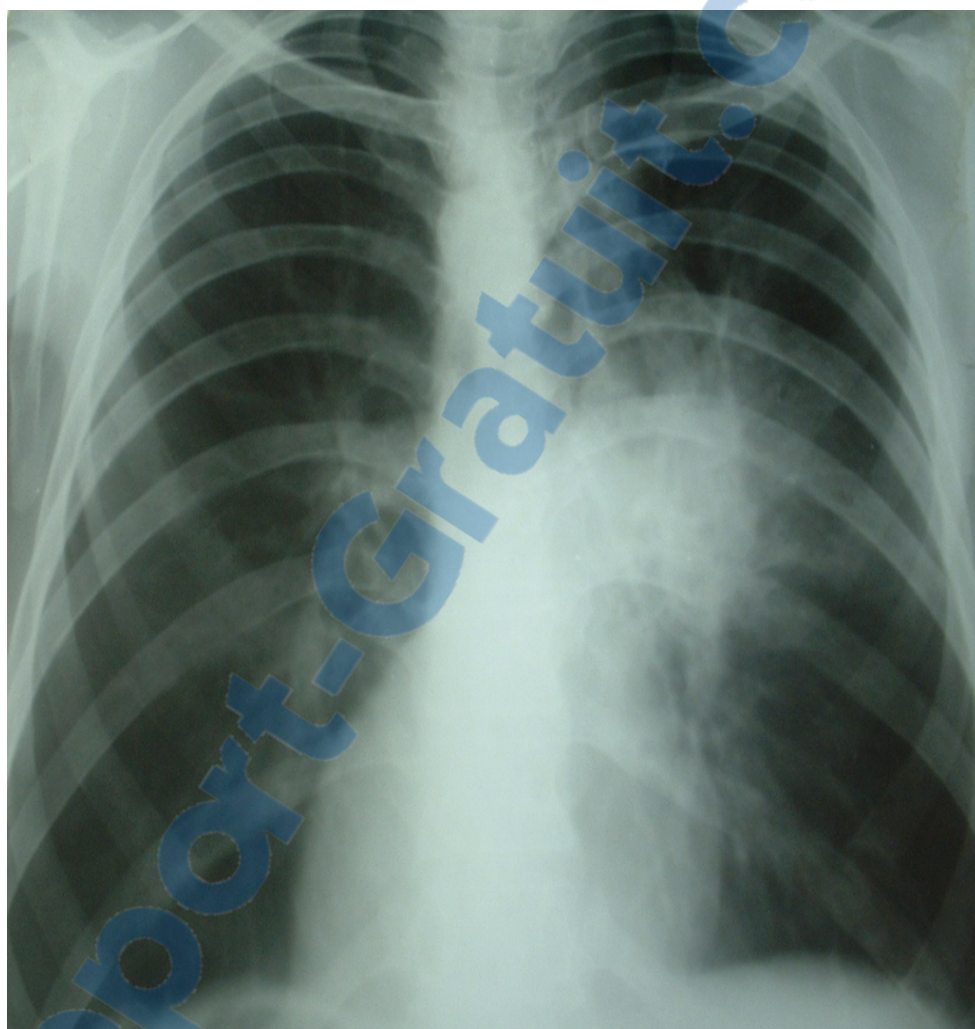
Radiographie du thorax de face montrant une opacité à projection hilaire gauche
